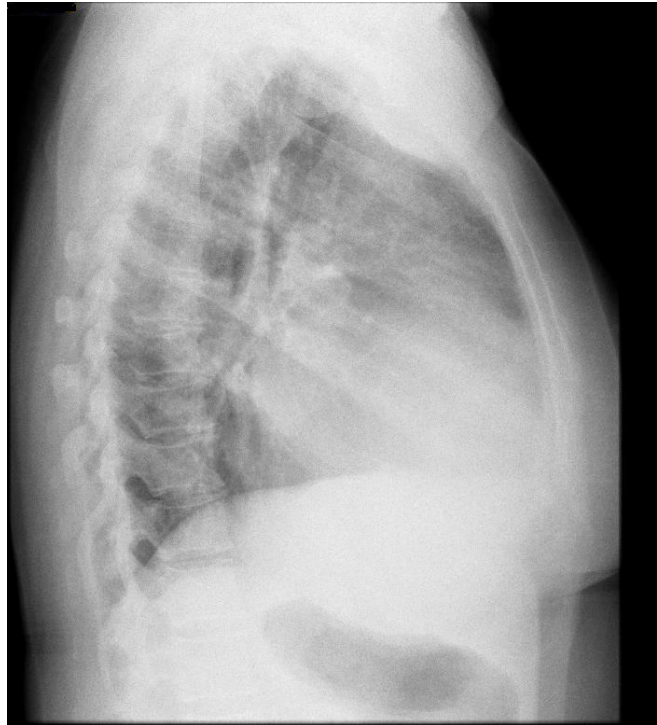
Radiografia de tórax em perfil. Nota-se cardiomegalia acentuada.
